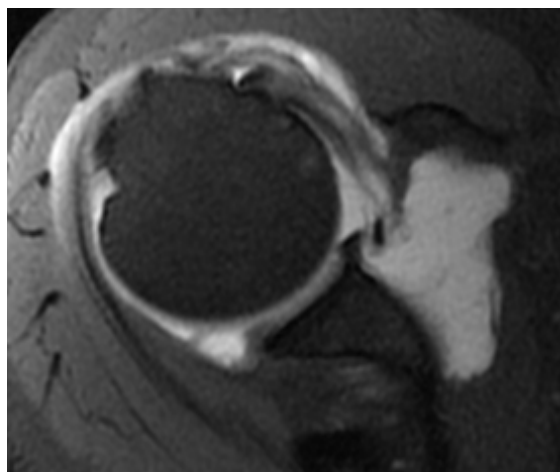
Exemple de concordance de rupture non transfixiante du tendon infra-épineux entre arthro-IRM (a : séquence sagittale), arthro-scanner (b : reconstruction sagittale) et échographie (c)
